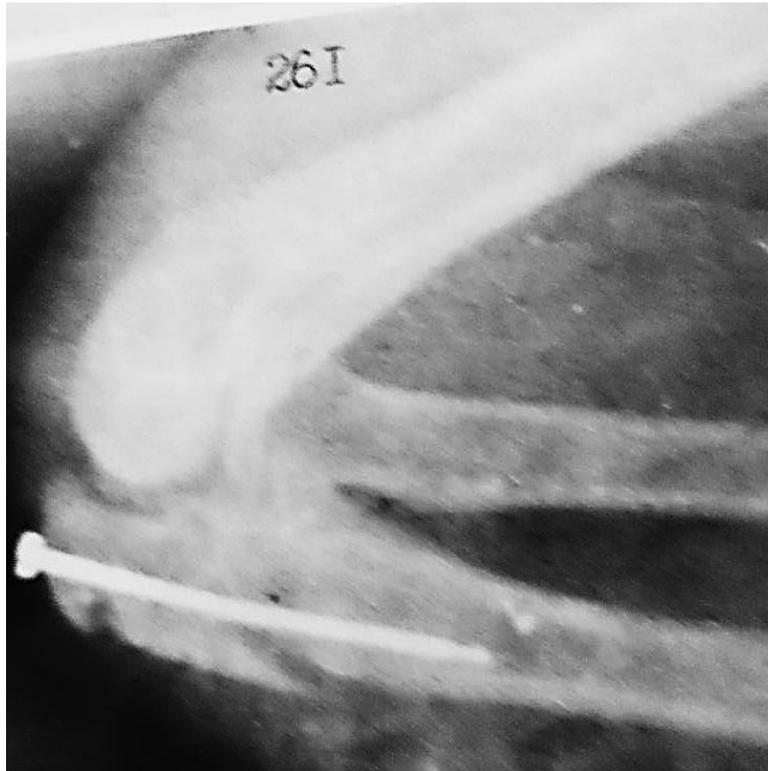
( а, б). Мальчик Ю.,14 лет. Рентгенограмма локтевого сустава*
